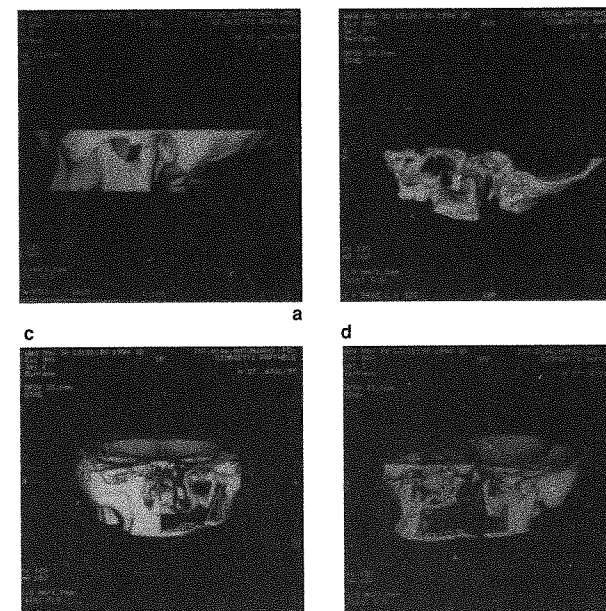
Immagini ottenute mediante elaborazione digitale e ricostruzione analogica 3D, utilizzando *dati grezzi* di un esame TAC spirale con acquisizione volumetrica, di una sezione dello splanchnocranio.
